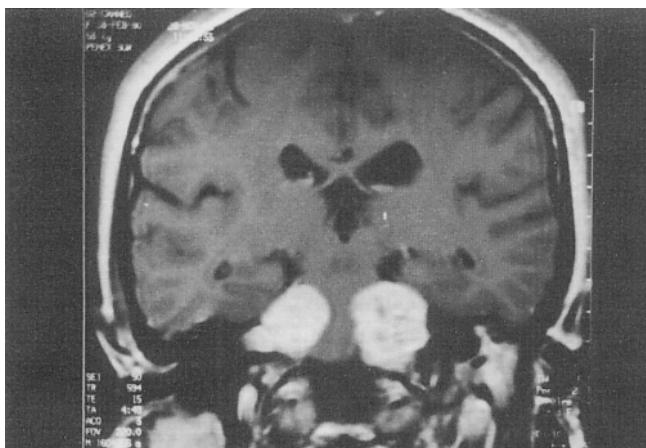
Corte coronal de resonancia magnética nuclear de cráneo en donde se observan lesiones tumorales extraxiales bilaterales, hiperintensas, que comprimen el tallo cerebral.
